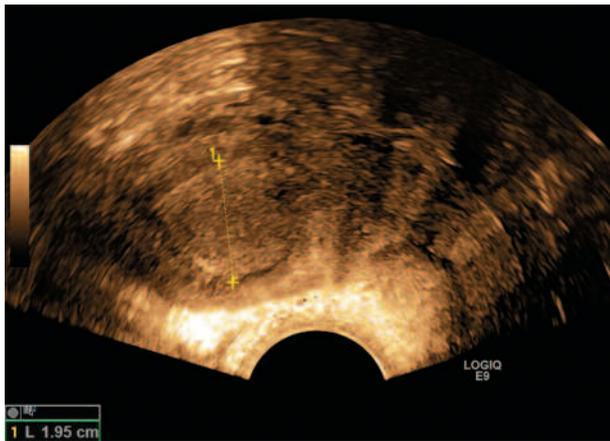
Пациентка М., 60 лет, постменопауза 10 лет. Эпизод кровавистых выделений из половых путей. При ТВ УЗИ эндометрий визуализируется нечетливо, при соногистерографии – полип эндометрия (собственные данные).
